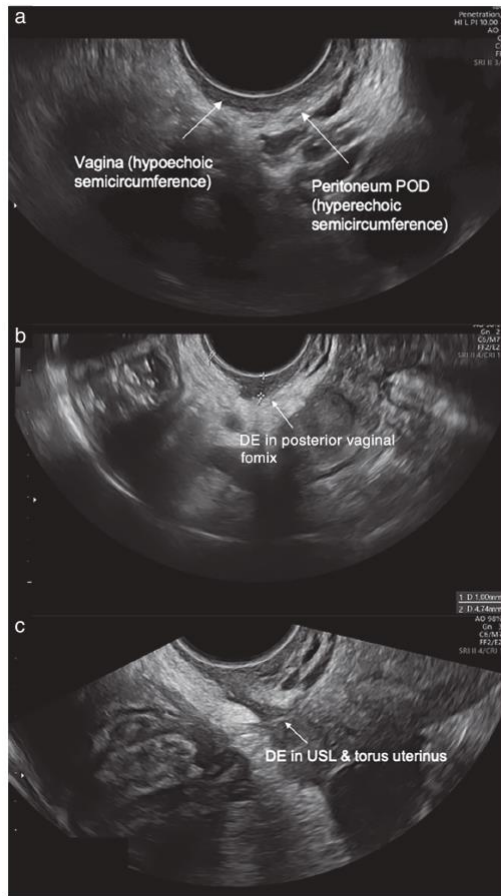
Ultrasound images showing hypoechoic semicircumference close to the probe, corresponding to the vagina, in contact with the hyperechoic semicircumference corresponding to the peritoneum, in the pouch of Douglas (POD) (a), thickened posterior vaginal fornix (hypoechoic semicircumference) due to the presence of deep endometriosis (DE) (b) and DE in the uterosacral ligaments (USL) involving the torus uterinus, seen as a hypoechoic interruption of the hyperechoic semicircumference (c).
